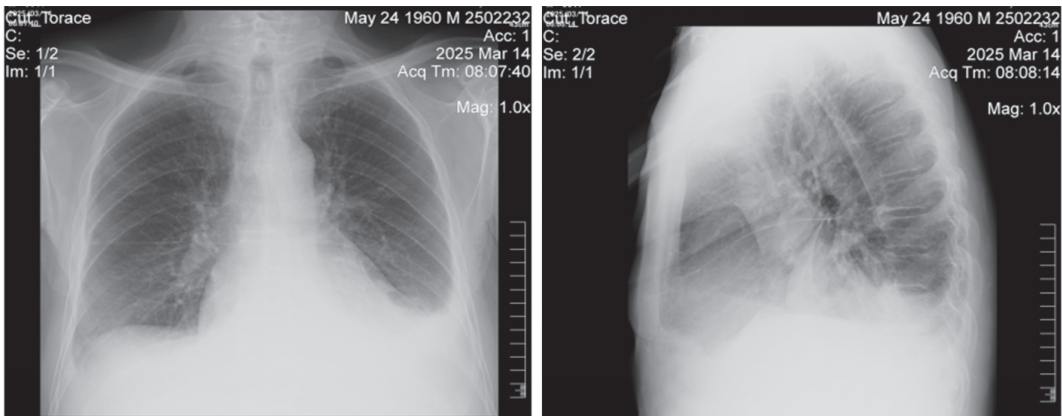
Radiografia toracică
